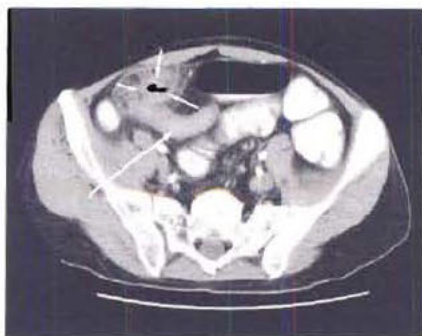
TDM pelvienne injectée : épaissement de l'iléon terminal (longue flèche), avec un petit abcès (petites flèches), secondaires à une maladie de Crohn.
